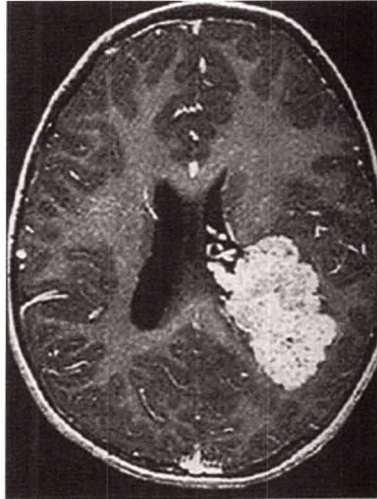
IRM en séquence T1 injectée.
